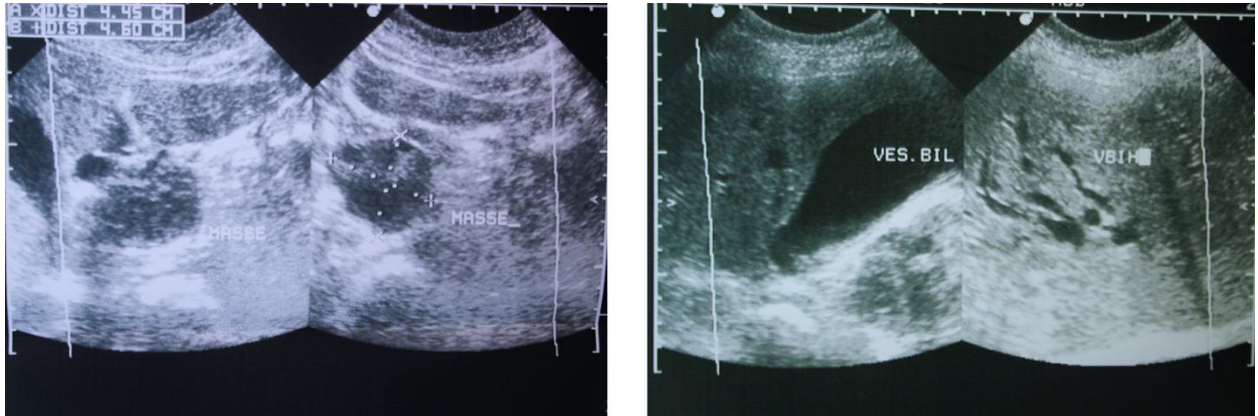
Échographie montrant la masse pancréatique, avec dilatation des voies biliaires intra hépatiques et une vésicule biliaire distendue.
